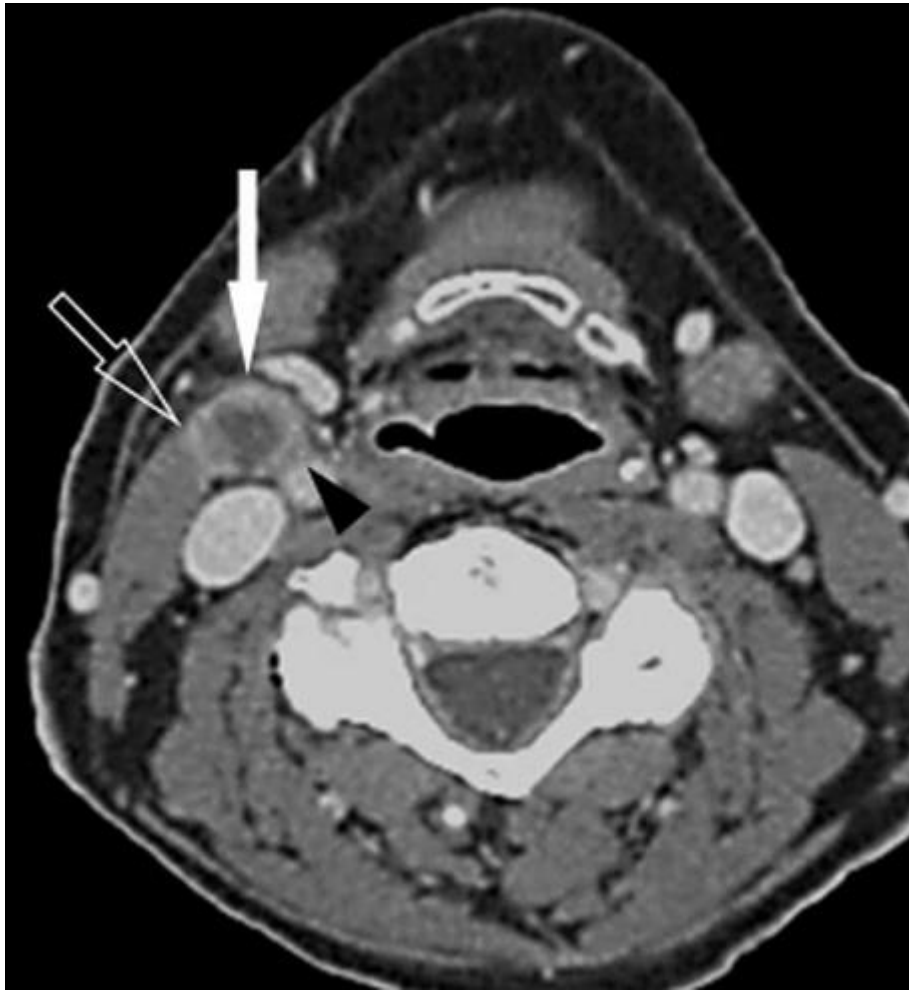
壊死性リンパ節転移、節外進展あり 57 歳女性、舌癌（T3N2b, HPV 陰性）。造影 CT 横断像で、右深内頸領域に中心低濃度を伴ったリンパ節腫大を認め、厚い不整な壁構造を伴っており壊死性リンパ節転移の所見（矢印）。辺縁境界の不整は節外進展を示唆する所見で（矢頭）、胸鎖乳突筋との間の脂肪濃度の消失は浸潤が示唆される（白枠矢印）。
